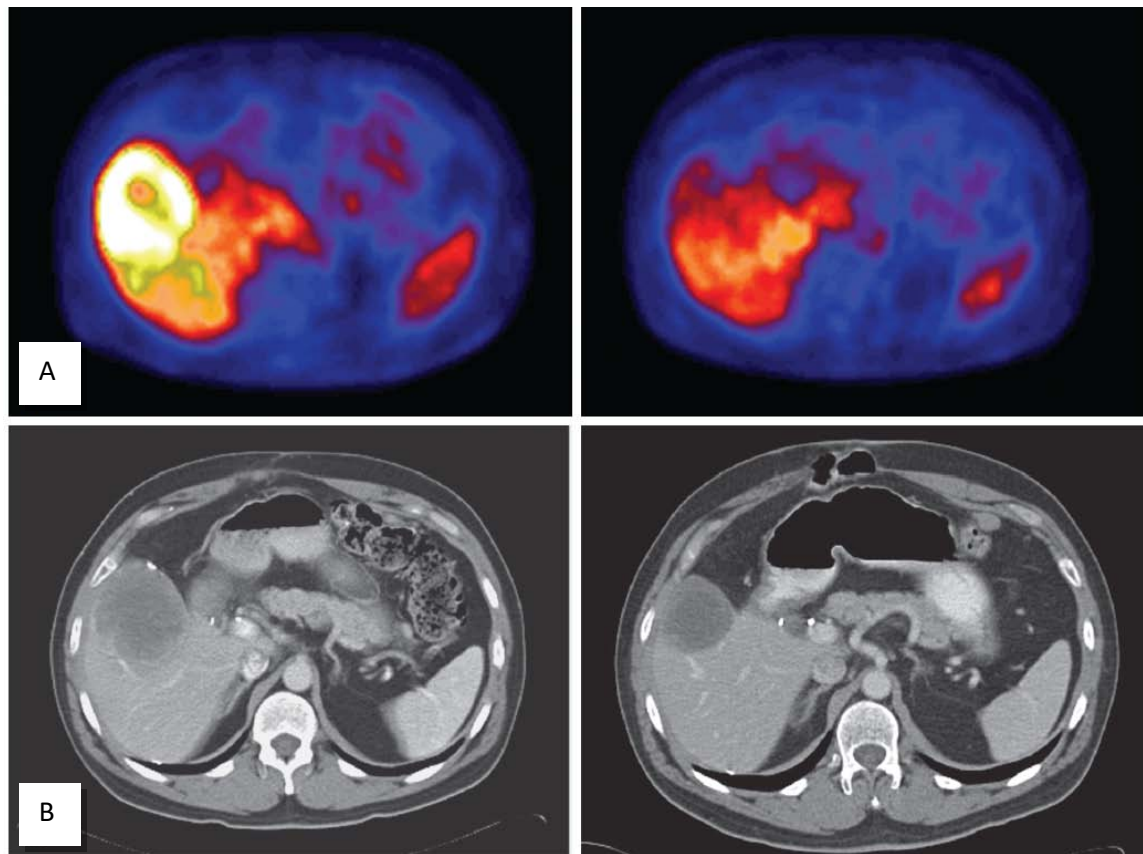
GIST métastatiques. PET (A) et TDM (B) chez un patient ayant une GIST métastatique au foie avant (à gauche) et après (à droite) traitement avec l'imatinib. Régression tumorale partielle avec une absorption réduite 18F-FDG est observée après traitement [42].
